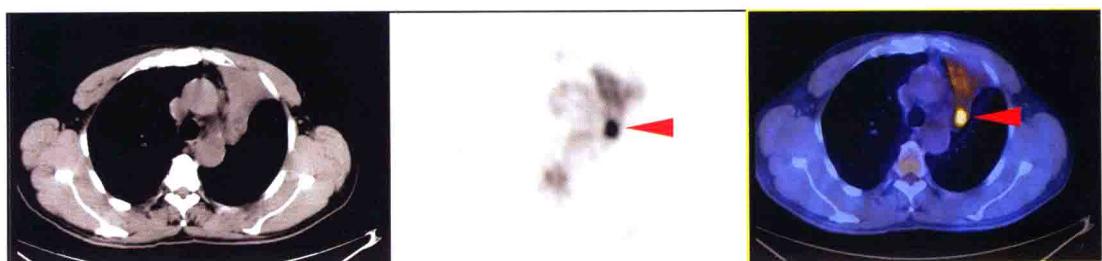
左上肺癌 $^{18}\text{F-FDG}$ PET/CT 图像
